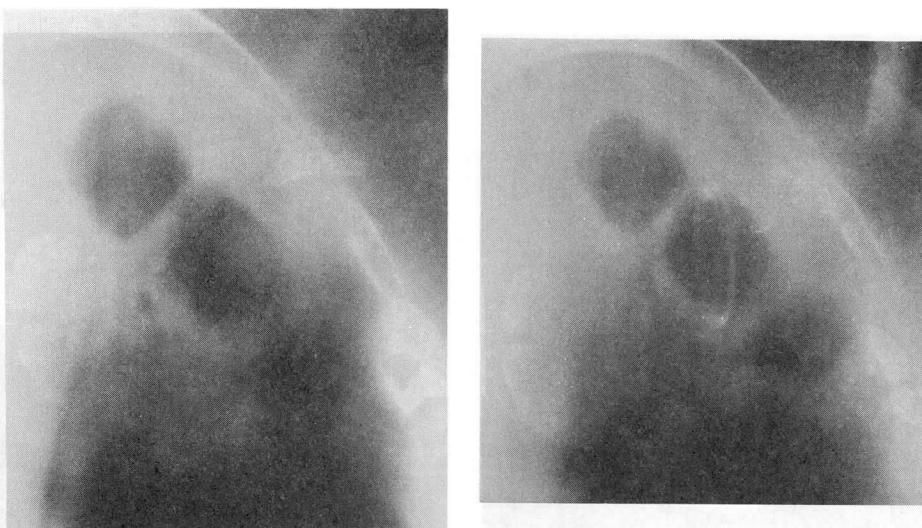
Chest X-ray of patient 1 before (left) and after 18 weeks' treatment (right). The thickness of the cavity wall in the right upper area was decreased by 76% of the pretreatment thickness.
